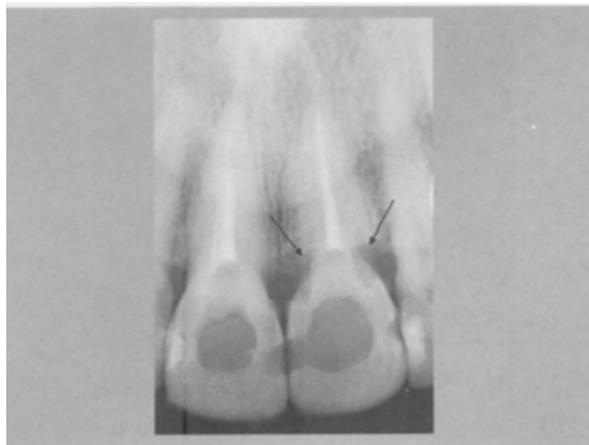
Radiografía de un incisivo superior con reabsorción cervical, 8 meses después de un blanqueamiento ⁶.
